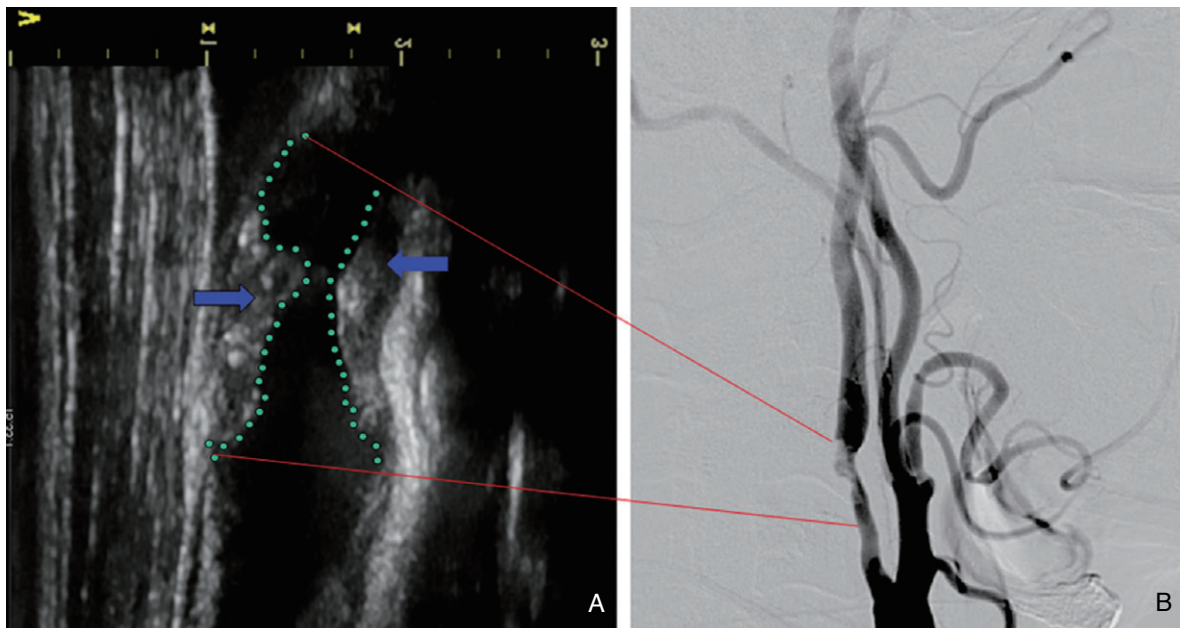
Duplex ultrasonography (A) and angiography (B) imaging to provide structural information about carotid atherosclerosis. (A) On the carotid sonography, the atherosclerotic plaque is shown to have heterogeneous echodensity (blue arrows). (B) The angiography shows significant atherosclerotic narrowing of the internal carotid artery. Current atherosclerosis practice heavily relies on these anatomy-based structural imaging modalities.
